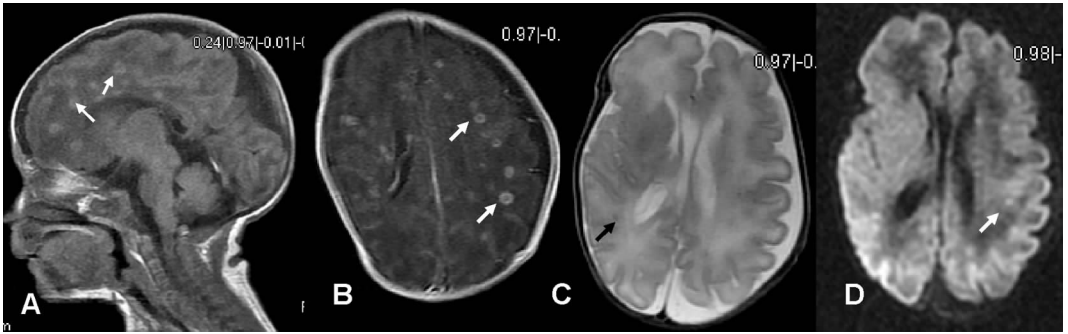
病例1感染后2周MRI A: T1WI矢状切面可见多发结节样高信号(箭头所示); B: T1WI增强MRI病灶有明显的强化(箭头所示); C~D: T2WI和DWI病灶信号改变没有T1WI明显。
